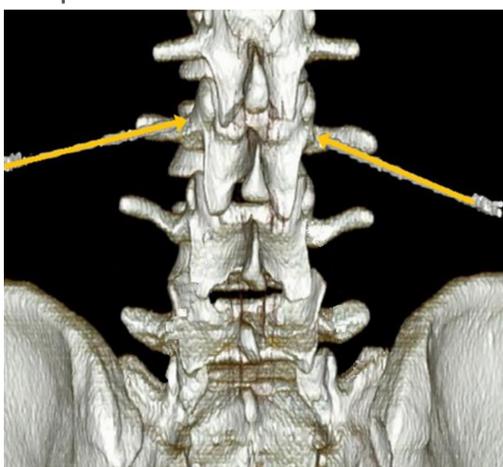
3D-Rekonstruktion der CT-Bilder des High-End Phantoms. Die gelben Pfeile markieren die auf der Höhe L3 gesetzten Nadeln für die Facettennervenintervention inklusive der Einstichrichtung.
